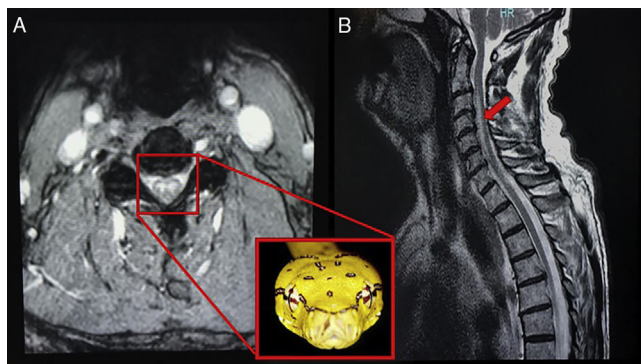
Imágenes de RM ponderadas en T2. En corte axial pone de manifiesto la lesión en «ojos de serpiente», signo sugestivo de infarto medular. En plano sagital muestra hiperintensidad de señal central, a modo de «trazo de lápiz» (signo «pencil-like»).
